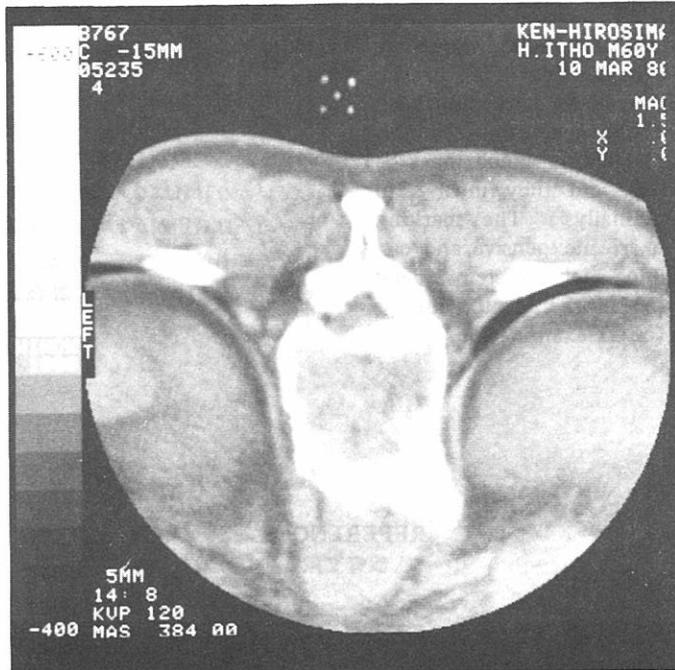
CT scan through the thoracic region with perpendicular paper indicator and bone insert clearly shows #5. Slice thickness was 0.5 cm.
